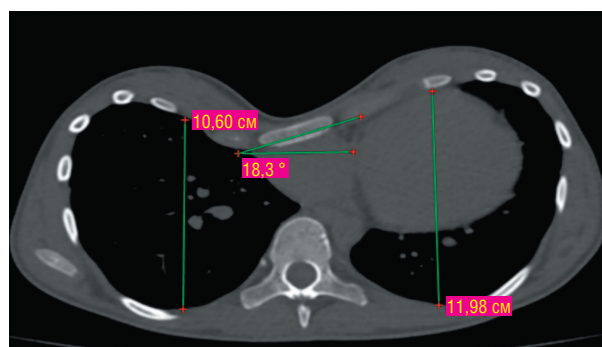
Компьютерная томограмма. Пример определения индекса Халлера
